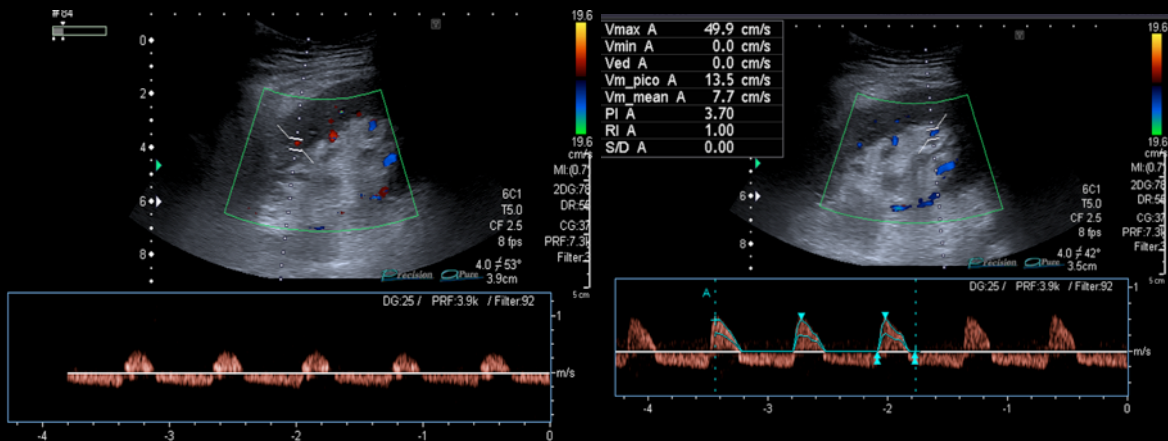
Ecografía-Doppler. Discreta hipoecogenicidad de la corteza del injerto renal. En modo Doppler color se visualiza ausencia de flujo venoso a nivel intraparenquimatoso y no se detecta la vena renal. En modo Doppler espectral se observa inversión del flujo diastólico a nivel de las ramas arteriales intraparenquimatosas con índices de resistencia de 1.
